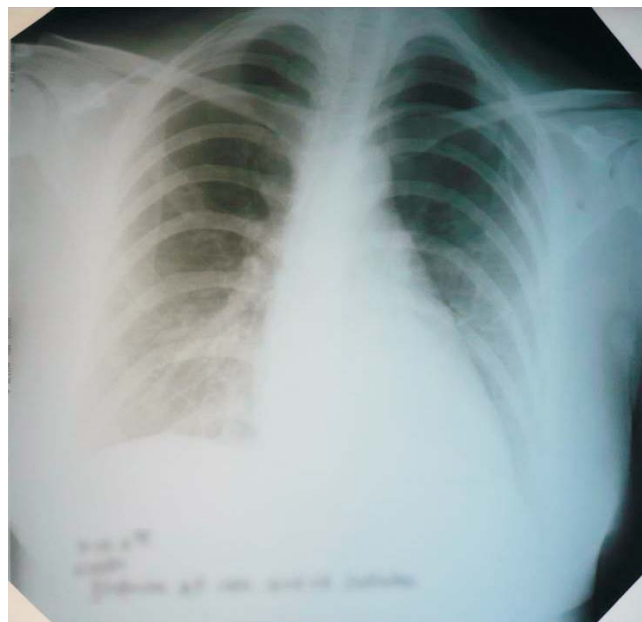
Radiografia pacientei
